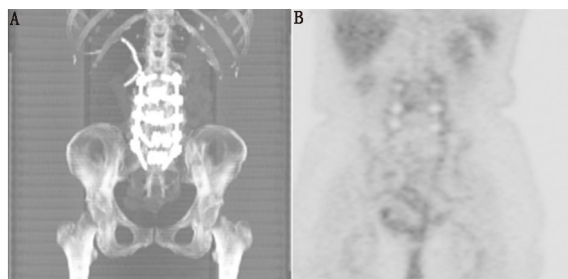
未感染的椎金属植入物。A. ^{18}F -脱氧葡萄糖(FDG) PET/CT显像示腰椎金属植入物;B. ^{18}F -FDG冠状位图像示腰椎放射性分布正常, ^{18}F -FDG阴性有效排除了感染
